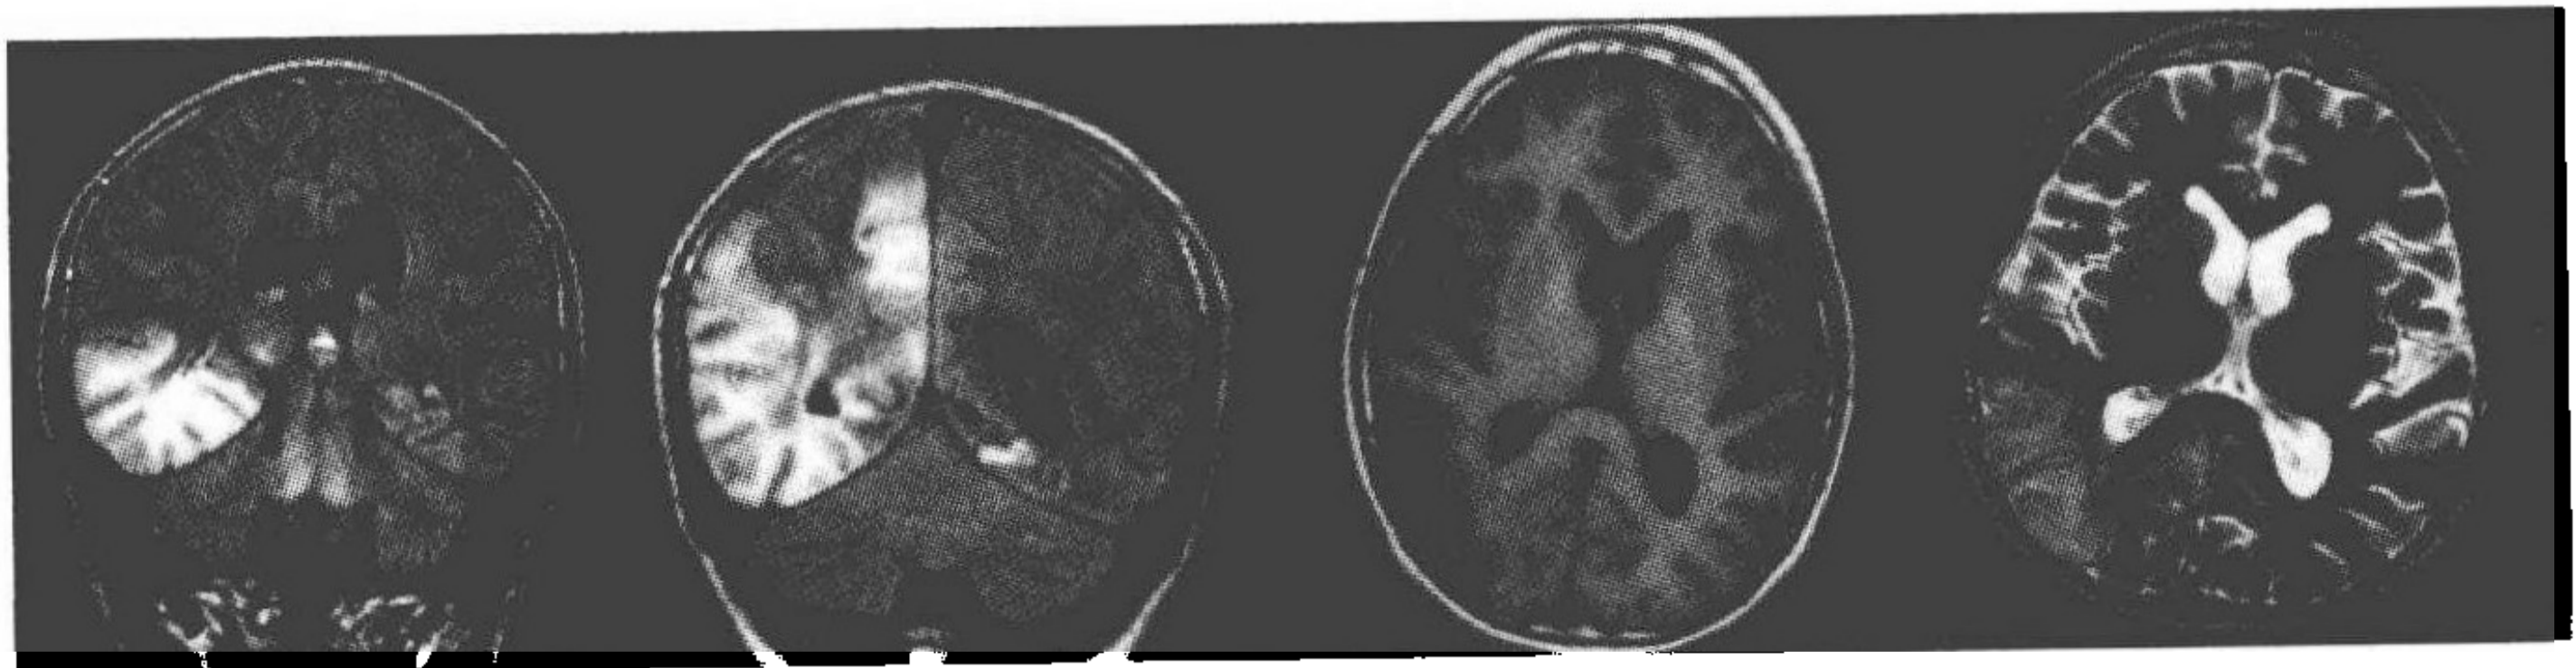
2008年3月:MRI示右侧颞枕叶及部分左颞叶片状异常信号,病变较前有进展
